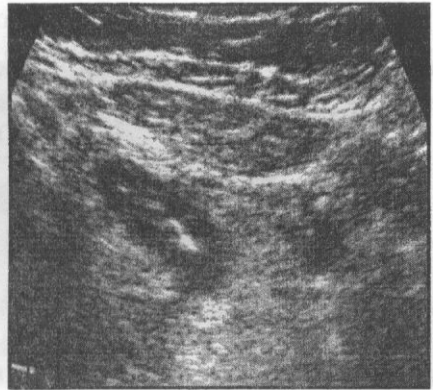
Imagine ecografică: abces peri-appendicular cu halou lichidian în jurul apendicelui.
